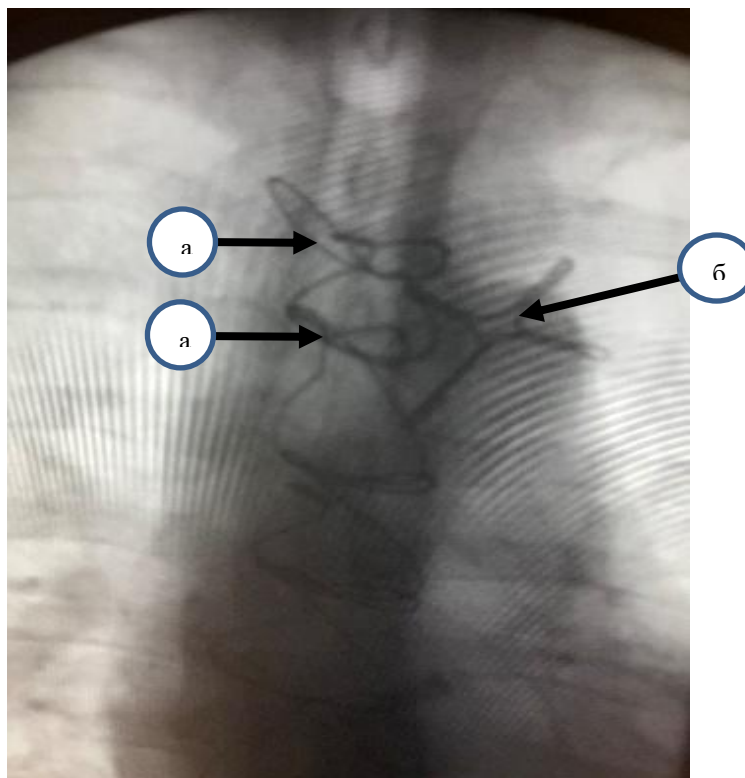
Рентгенологическое топирование металлических лигатур грудины в области наружных свищевых ходов у больного С: а – металлическая лигатура, в - крестообразная проволочная метка
